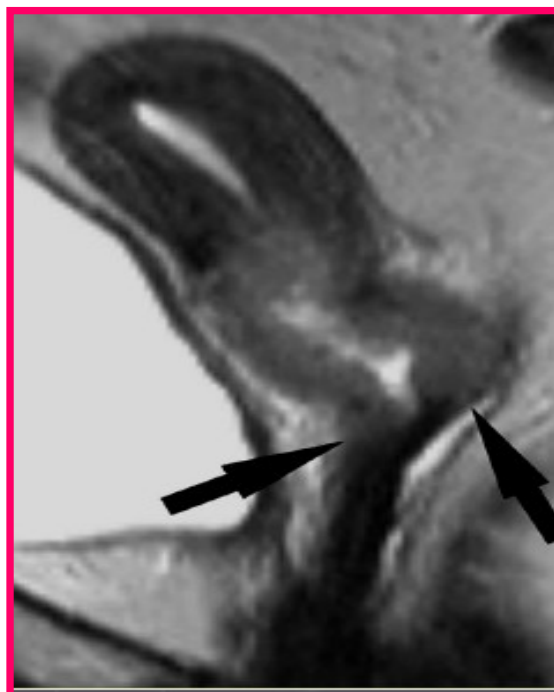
IRM coupe Sagittal T2 : Lésion cervicale en hypersignal T2 modéré envahissant les culs de sac vaginaux antérieur et postérieur. [97]
